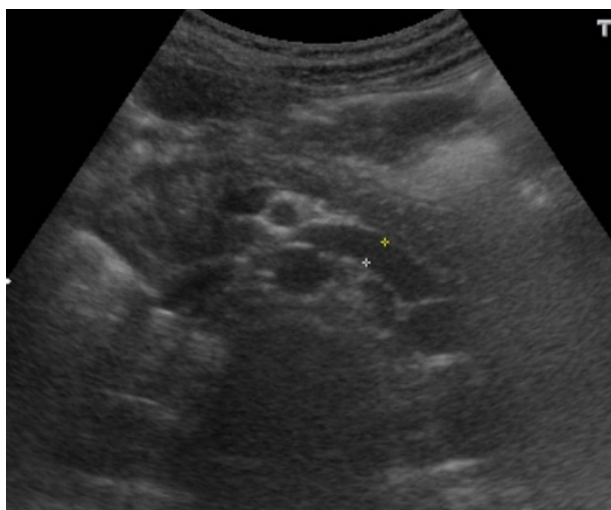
Ecografia. Corte transversal retroperitoneal. Redução do calibre da veia renal esquerda na sua passagem entre a artéria mesentérica superior e a aorta abdominal, com ectasia a montante.
